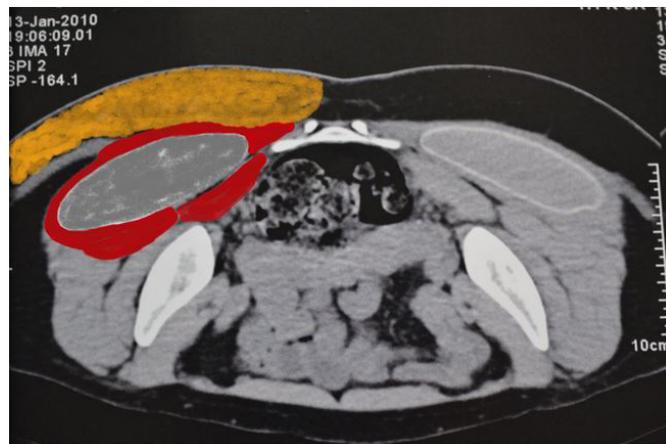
TC – medida da espessura muscular (< 2 cm).
